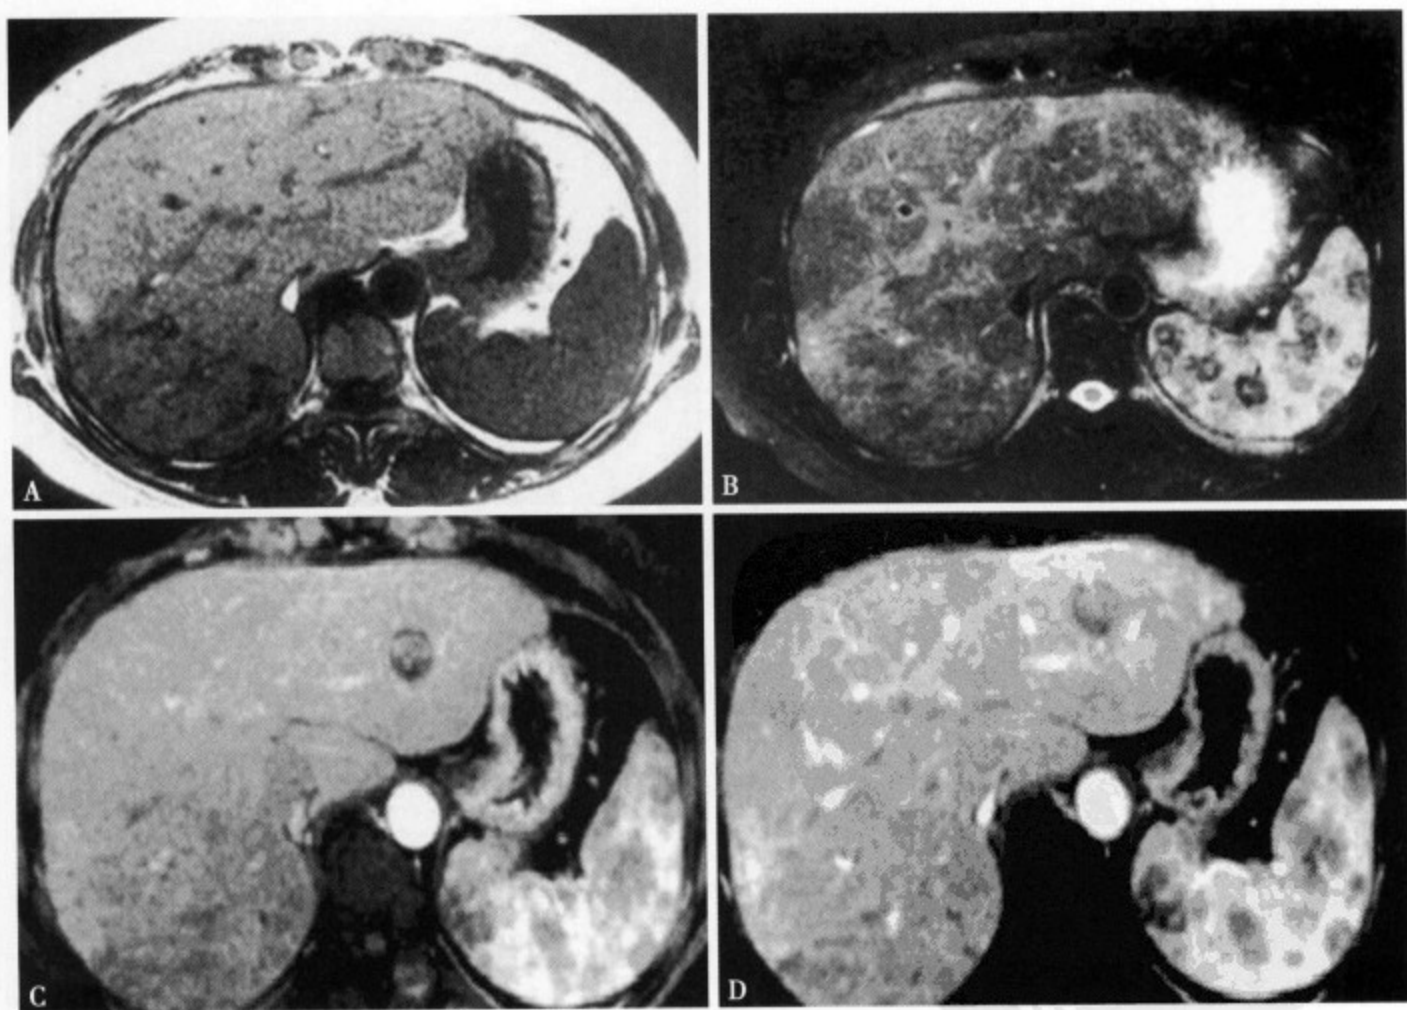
MRI T₁WI (A) 肝实质信号不太均匀, 以右后叶明显, 肝实质内可见多发小点状低信号影; MRI T₂WI (B) 肝实质内信号不均匀, 可见不规则斑片状高信号影; 增强 MRI 动脉期 (C) 肝右叶实质内信号不均匀, 脾实质内可见多发不规则形低信号病灶, 边缘不清; 门静脉期 (D) 肝实质信号明显不均匀, 脾实质内显示多发性大小不一的不规则结节状低信号病灶
